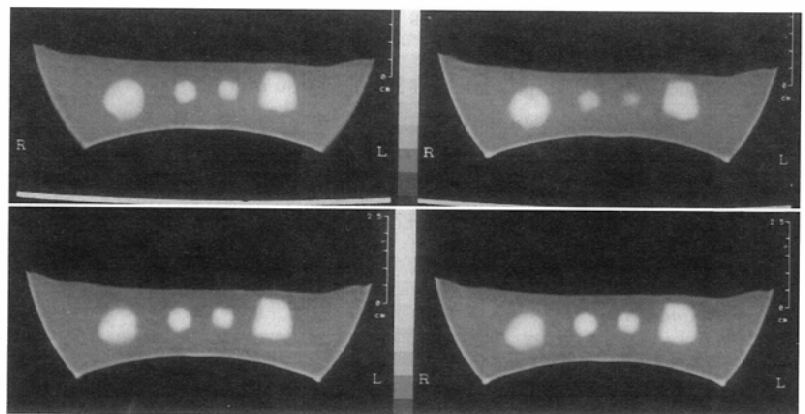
CT image of the phantom(10mm section vs 5mm section)
